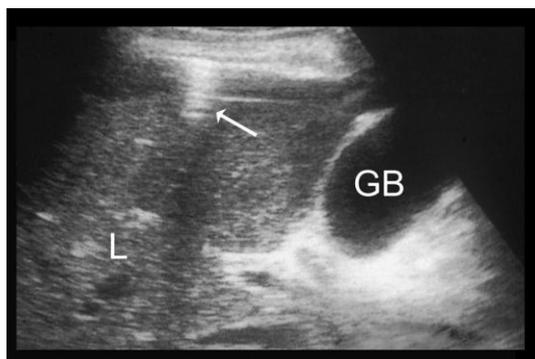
Les bulles de gaz observées en échographie (14)
